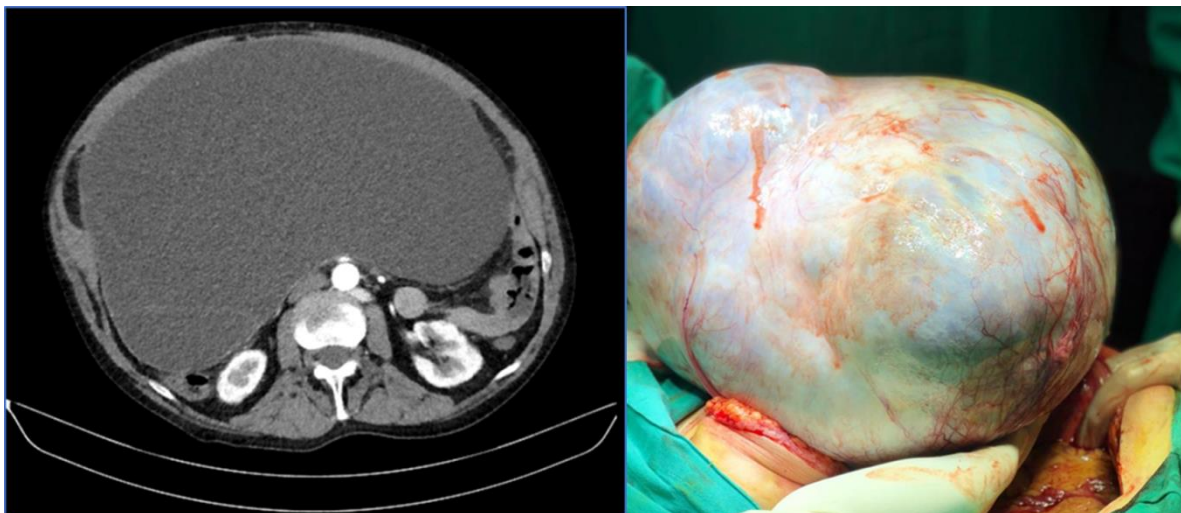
Tomografía abdominal y macroscopía intraquirúrgica.
